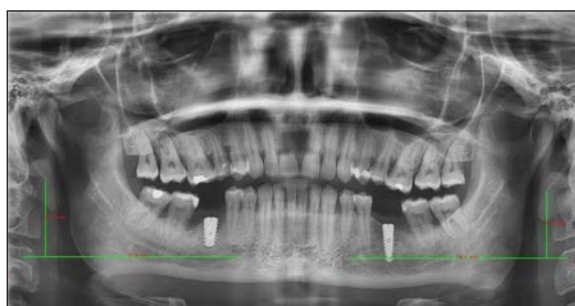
Panoramic radiograph of the same patient after a few months taken to evaluate placement of implants. The image of the styloid processes is different on both X-rays due to different positions of the head. Pantomogram tego samego pacjenta, wykonany po kilku miesiącach w celu oceny położenia wszczepów śródkostnych. Widoczna jest różnica w obrazie wyrostków rylcowatych na dwóch zdjęciach związana z odmiennym pozycjonowaniem głowy pacjenta.
